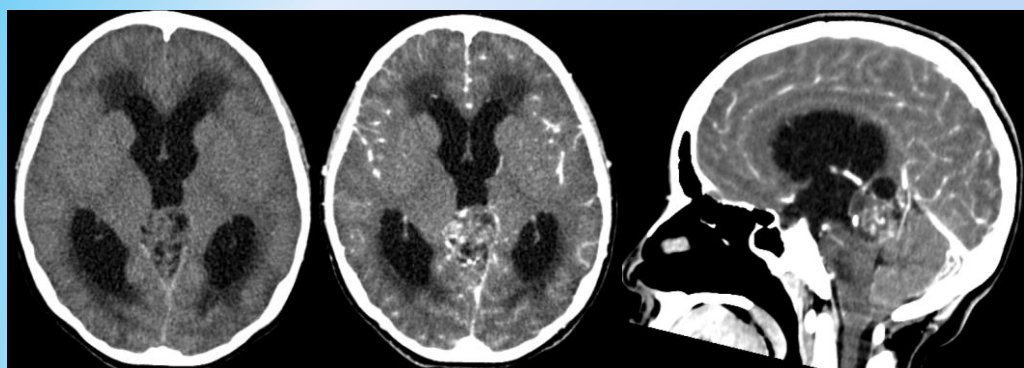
TC cráneo simple y contrastada inicial cortes axiales y sagital.
